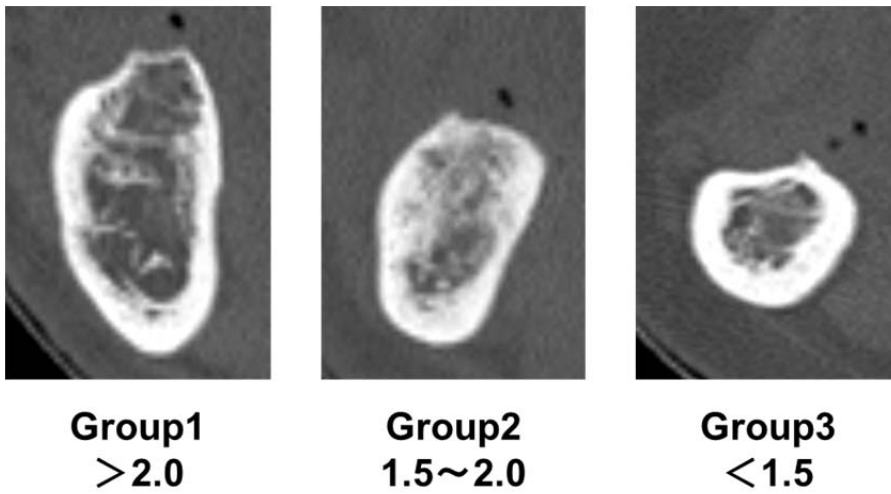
Representative participant CT images in each group classified according to residual ridge ratio.
